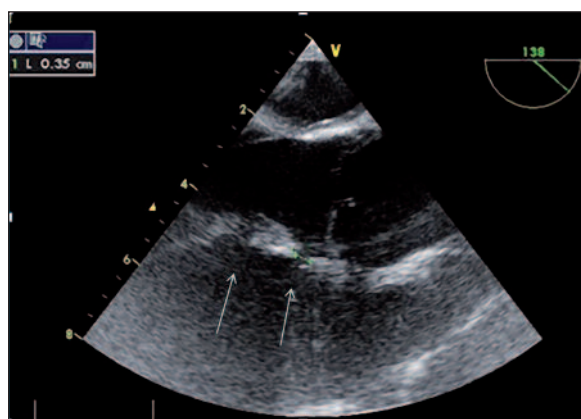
Transesophageal echocardiography showing two ventricular septal defects.
